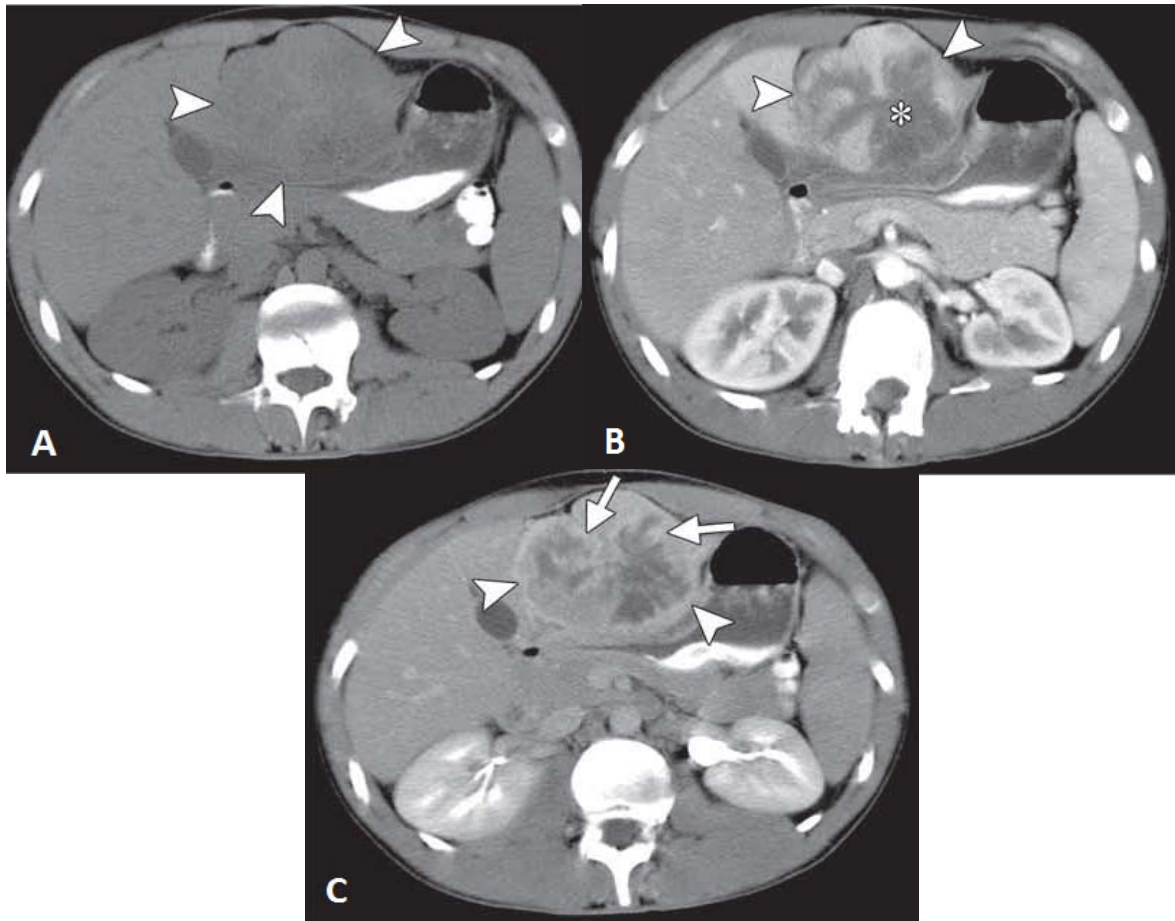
TDM du CHC fibrolamellaire en coupes transversales [1]
